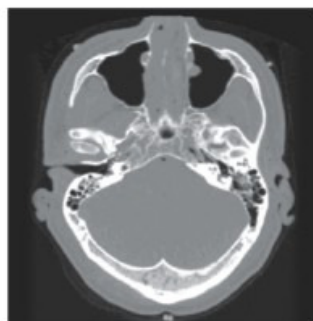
Secțiune la nivelul condiliilor realizată prin tomografie axială medicală computerizată
